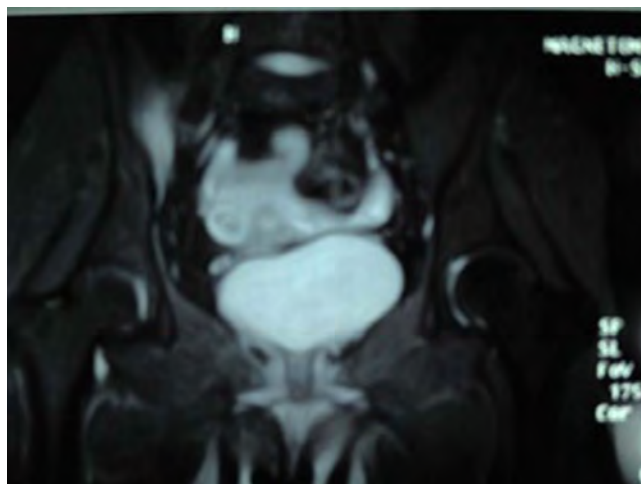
Bilaterally asymmetric sacroiliitis seen in magnetic resonance imaging
